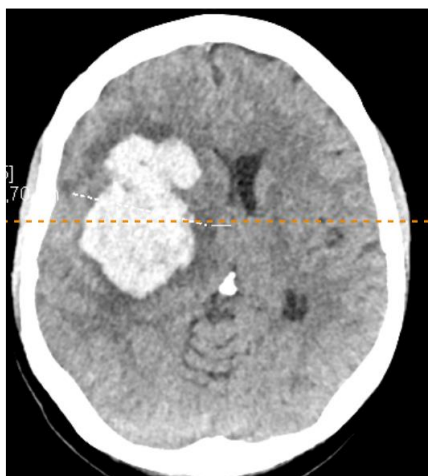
МСКТ головного мозга (натив), аксиальный срез - пациентка Т. Определяется внутримозговое кровоизлияние в правой путаменальной области объёмом 68 мл³, дислокация срединных структур 7 мм
